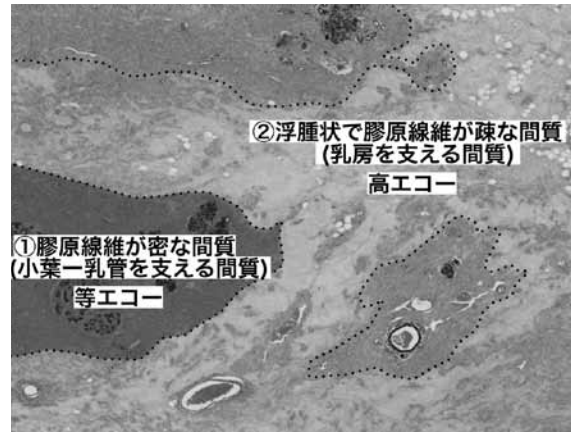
30代乳房正常部の2種類の間質。①小葉-乳管を支える「膠原線維が密な間質」部は組織標本では濃いピンク色に見える(点線)。USではこの範囲が等エコーとなり、縞模様～豹紋として観察される(点線グレー囲い部)。②間をうめる乳房を支える「浮腫状で膠原線維が疎な間質」部は組織標本では薄いピンク色に見える。USでは高エコーに見える(文献3より引用改変)。
